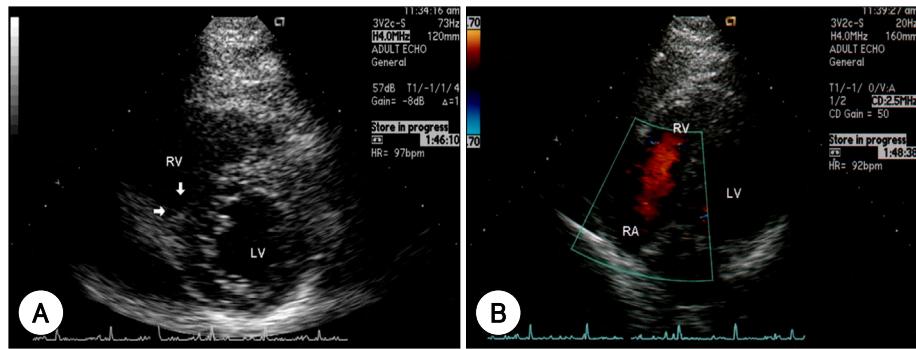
A: follow up short axis transthoracic echocardiogram after chemo-radiotherapy showing significantly decreased mass (arrows) size. B: follow up short axis transthoracic echocardiogram after chemo-radiotherapy showing no turbulent color Doppler flow suggesting much improve right ventricular inflow. RV: right ventricle, LV: left ventricle.
